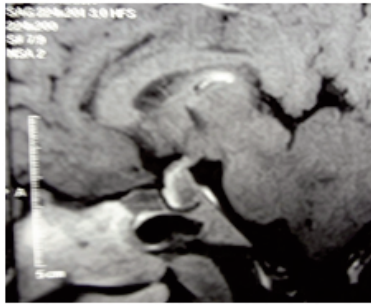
IRM coupe sagittale T1 Gadolinium
